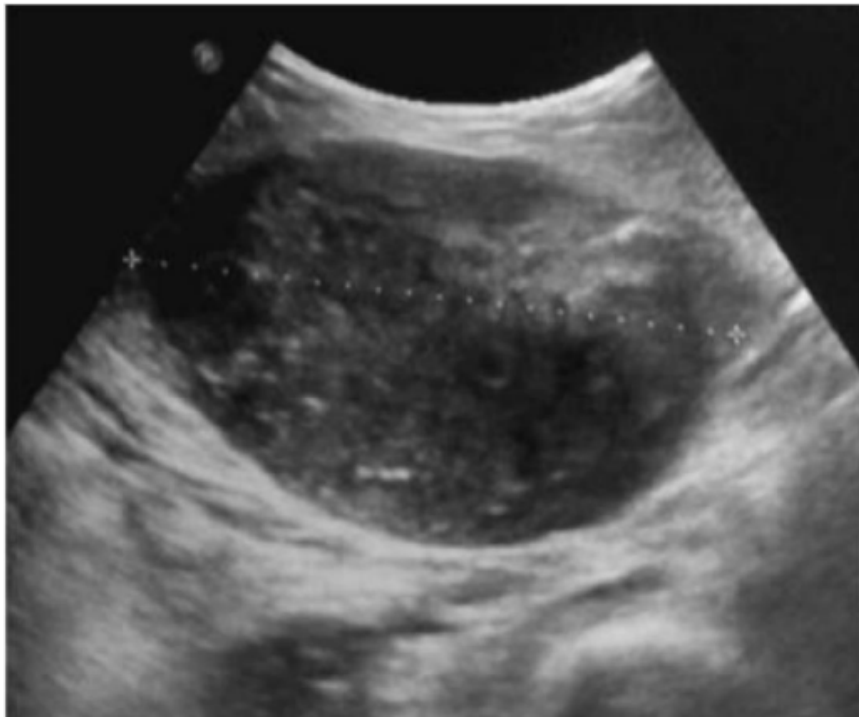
Aspect échographique d'une TD abdominale.
